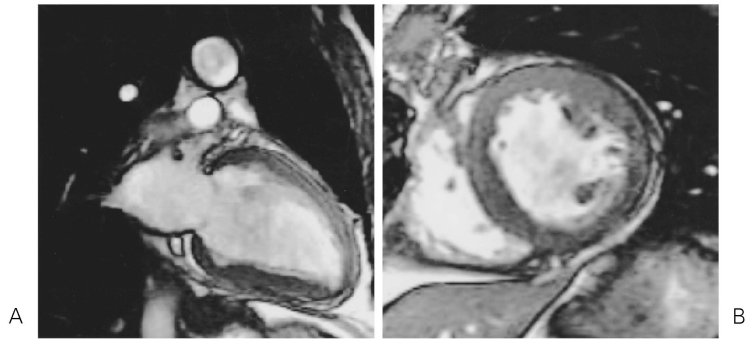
Steady state cine MR images on vertical long-axis (A) and short-axis (B) imaging planes in a patient with anteroseptal infarction. Breath-hold cine MR images were obtained within 10 s with a steady state free precession sequence. While the anteroseptal wall is hypokinetic in this patient, excellent contrast is observed between the blood pool and myocardium throughout the left ventricle.
